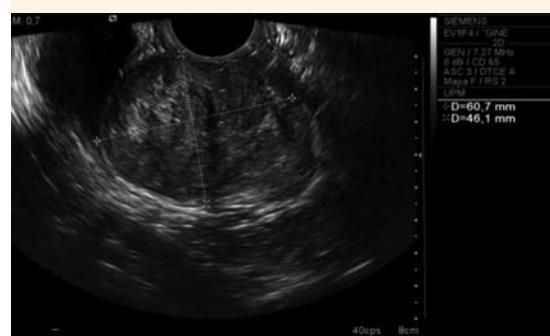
Ecografía transvaginal de una masa redondeada y homogénea, de 60 x 46 x 48 mm, en la cara anterior de la vagina, de aspecto miomatoso.
